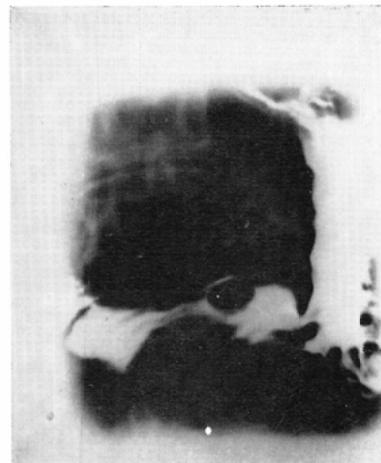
Case 11. the case, polyp (routine X-ray examination)
